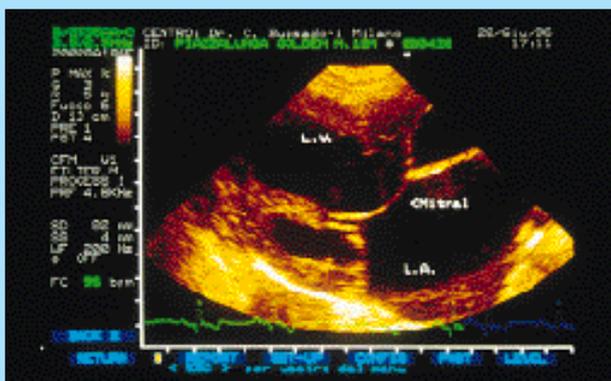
Ecografia, scansione parasternale destra asse lungo. Dilatazione atrioventricolare sinistra, corde tendinee corte e lembi mitralici a paracadute.
